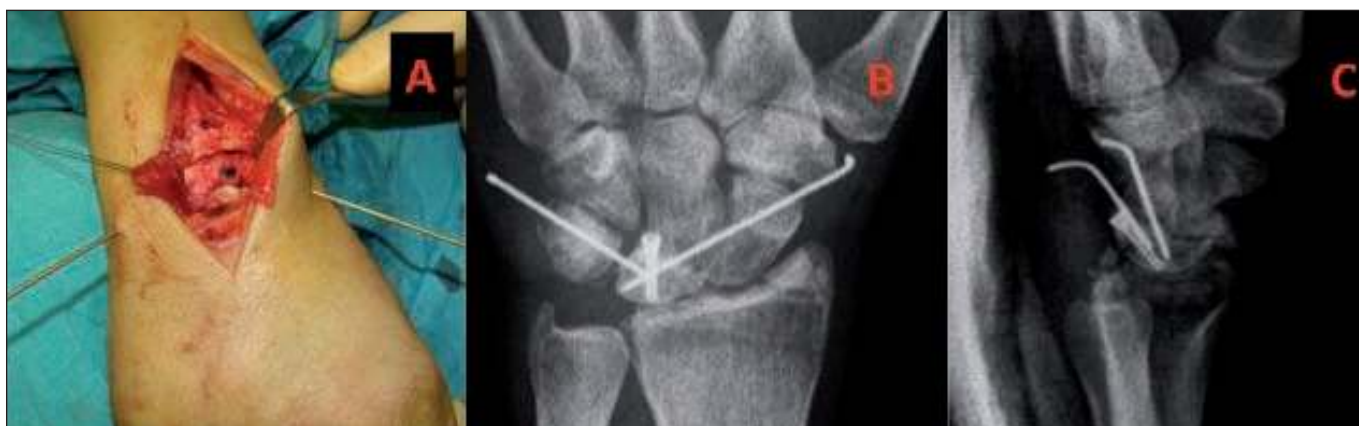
A Imagen intraoperatoria con osteosíntesis del semilunar y artrodesis temporal. B y C radiografías anteroposterior y lateral a las 4 semanas de postoperatorio.
